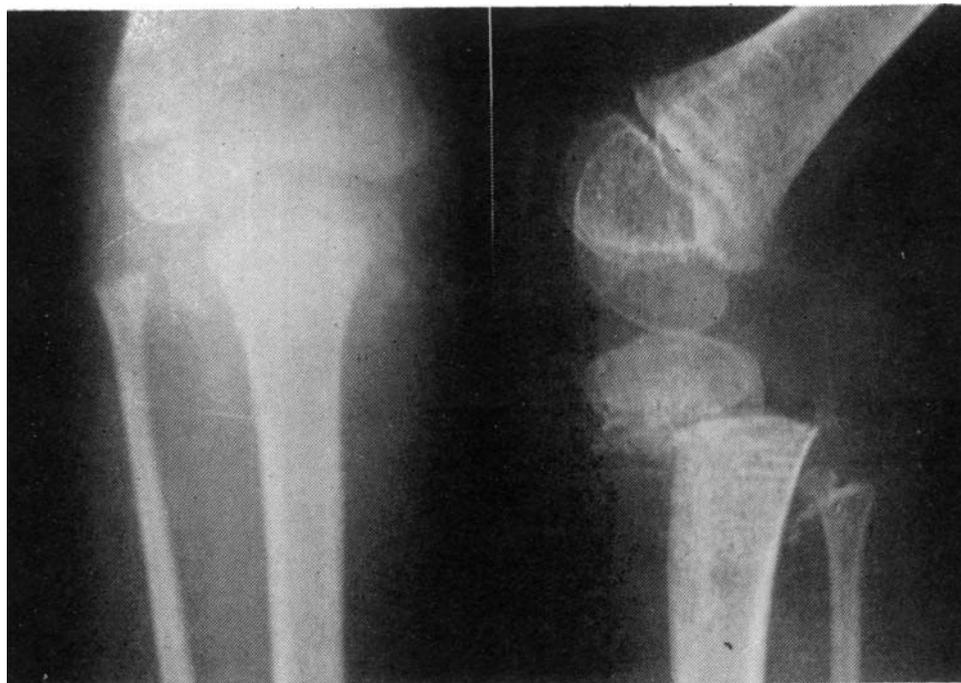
Caso 2. Radiografías iniciales. Obsérvese la epifisiolisis concomitante de la epífisis proximal peronea.
